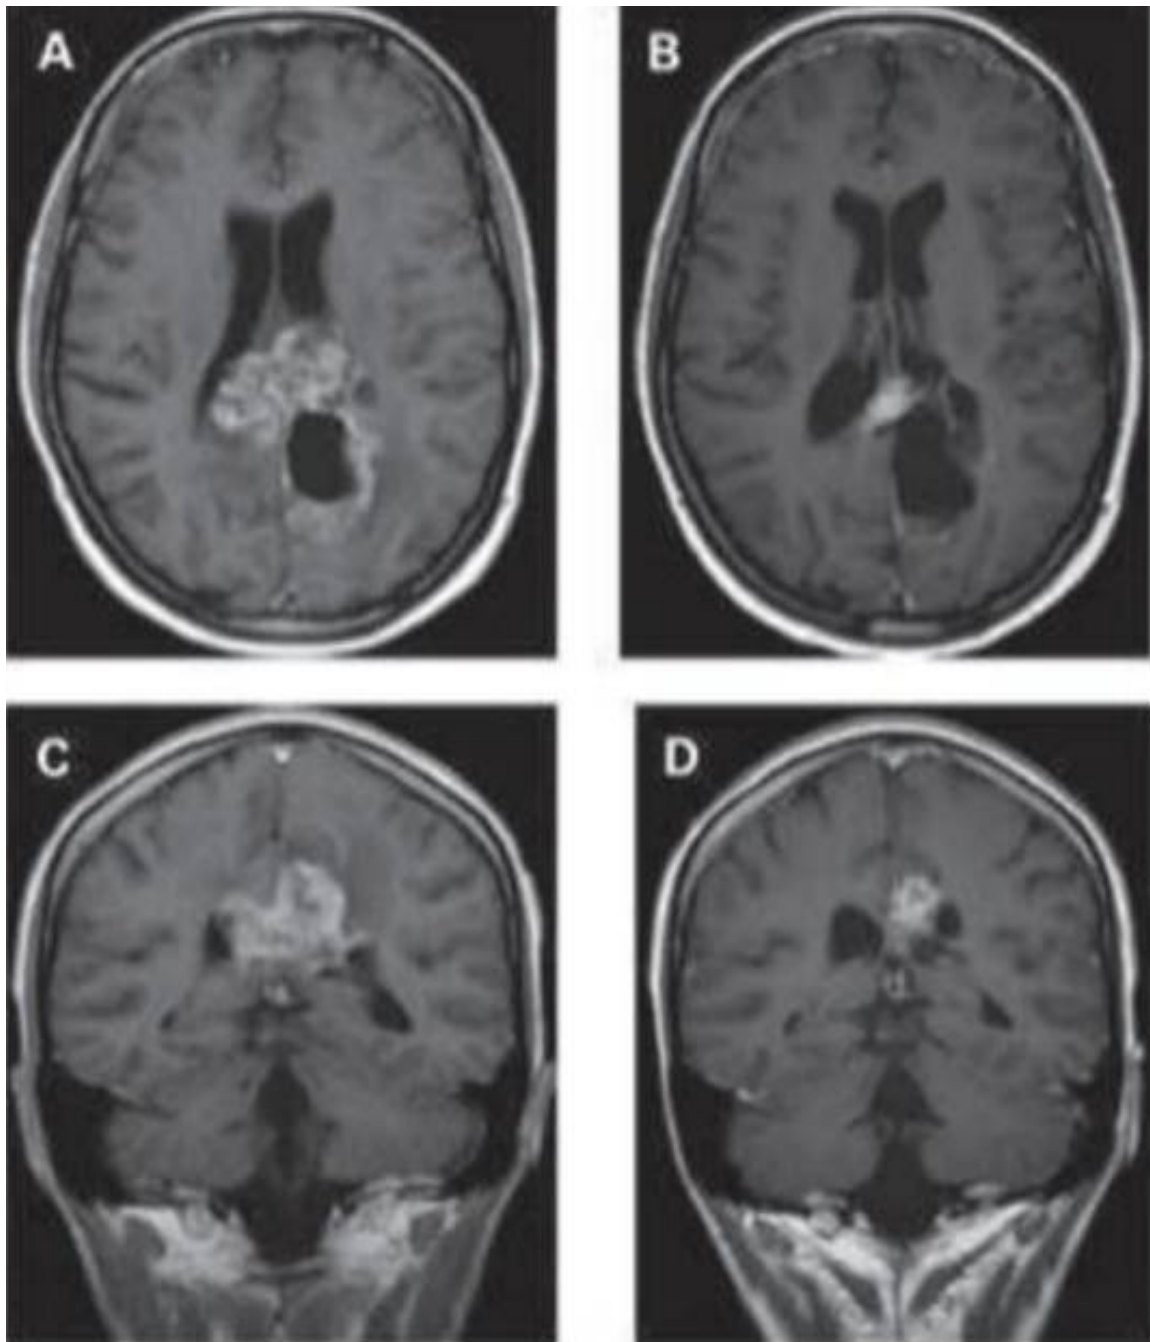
IRM d'un patient atteint d'un glioblastome multiforme et traité par bévaccizumab et irinotécan. IRM en pondération T1 après injection de produit de contraste avant traitement (A et C) et après 4 cycles de traitement (B et D) [195].
